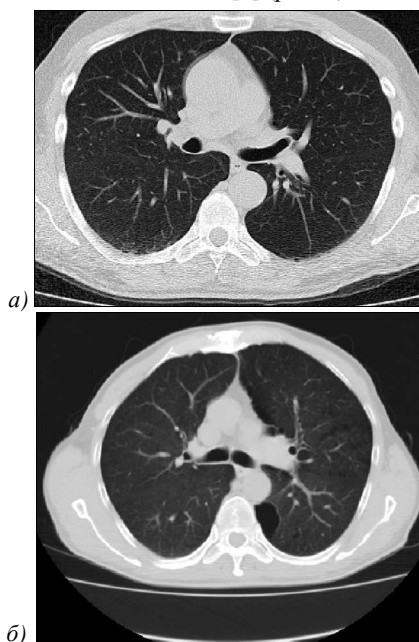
Срез компьютерной томографии лёгких: без патологии (а), с эмфиземой (б)
